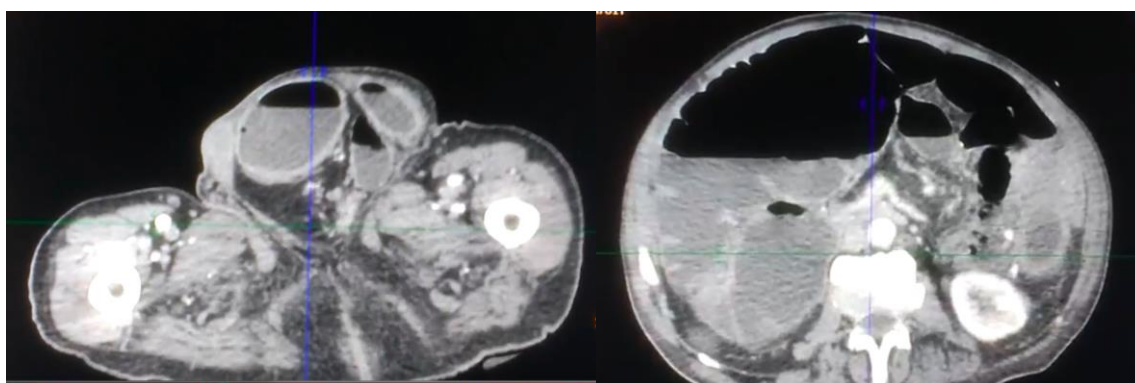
tomografia de pelve com hérnia inguinal esquerda encarcerada, com quadro de obstrução intestinal associada; Figura 8: tomografia de abdome com quadro de obstrução intestinal baixa; Figura 9: tomografia de abdome, com imagem opaca a nível da valva íleocecal, causando dilatação de alças de intestino delgado à montante (íleo-biliar)
